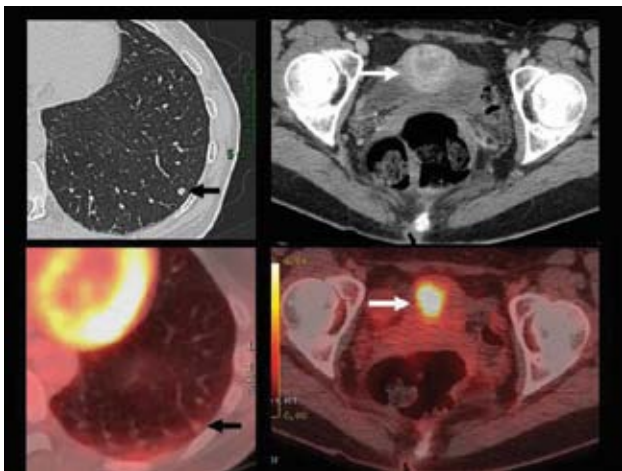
Mujer de 55 años con nódulo pulmonar en LII, sin concentración significativa de FDG, de aspecto benigno (flecha negra). Incidentalmente se aprecia marcada hipercaptación endometrial (flecha blanca), sin alteraciones evidentes en las imágenes tomográficas (arriba a la derecha). La biopsia demostró adenocarcinoma endometrial.
